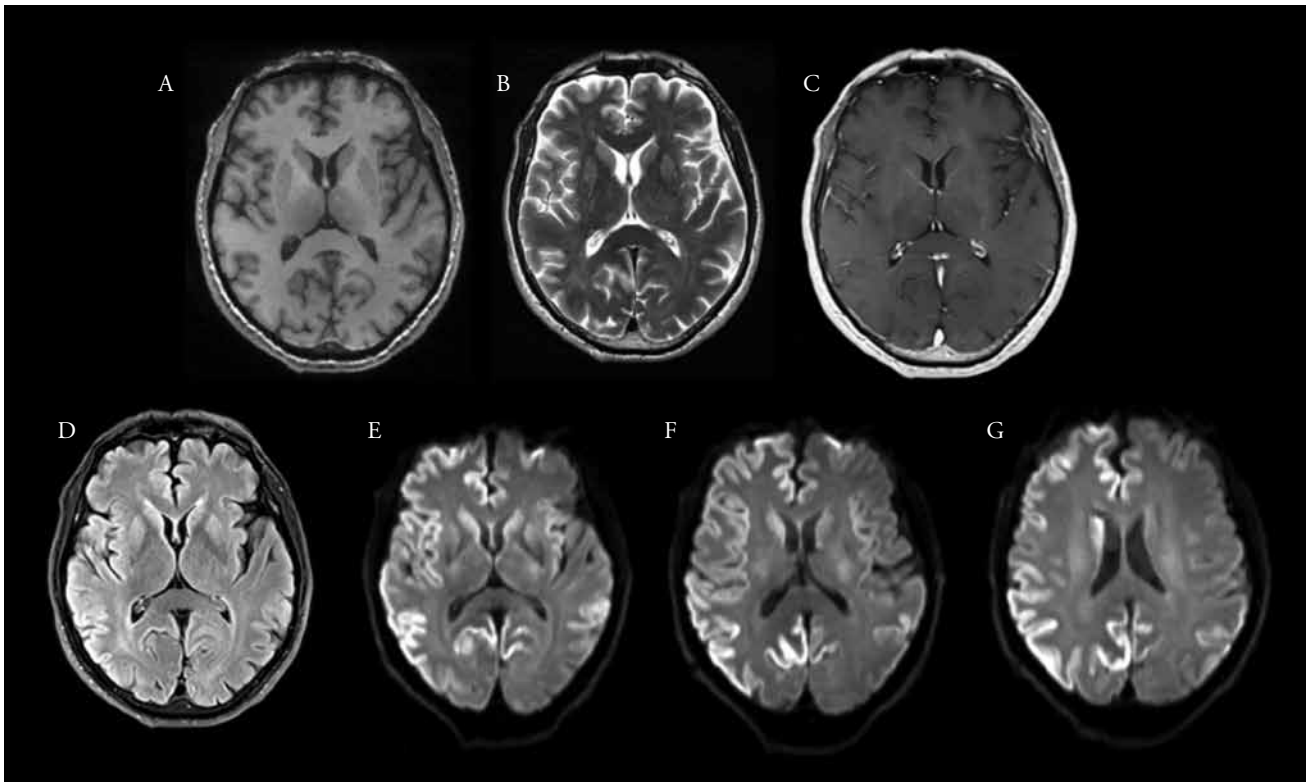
Secuencias de Resonancia magnética T1, T2 y T1 + contraste, las cuales no muestran alteraciones evidentes, A., B., C. En FLAIR se observan áreas de edema parietal bilateral y en región temporal y occipital derecha, D. Hay restricción a la difusión (DWI) cortical hemisférica, predominantemente derecha, E, F, similar a la encontrada en cabeza del núcleo caudado ipsilateral, (flechas) G.
